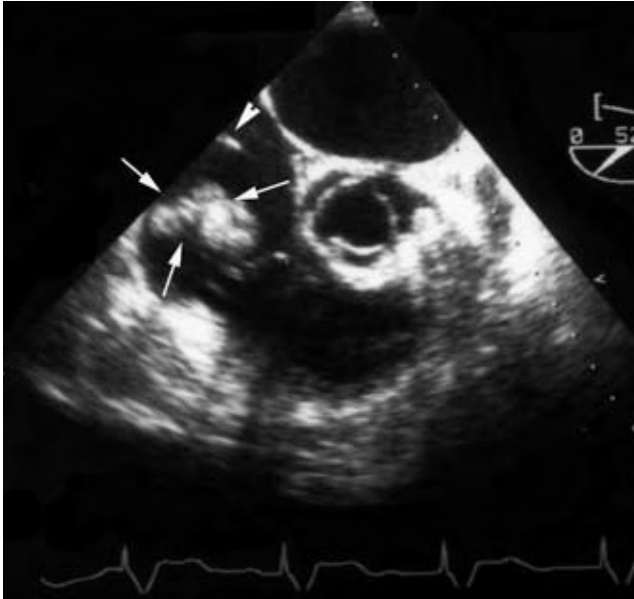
Imagen de ecocardiografía transesofágica. Se aprecia una vegetación de gran tamaño a nivel de la aurícula derecha (flechas), así como un segmento del electrodo (punta de flecha).
